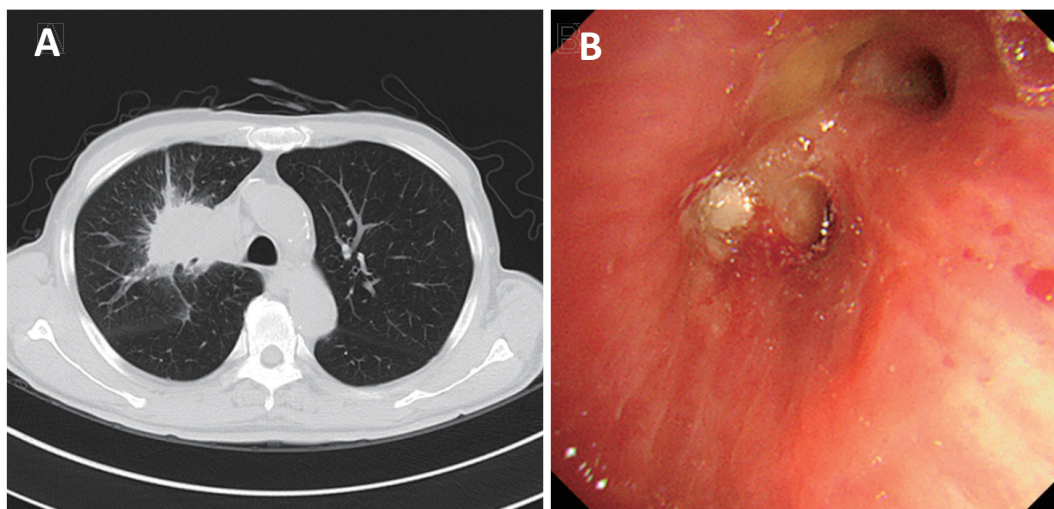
(A) Chest CT showed a mass lesion in the right upper lobe. (B) A bronchoscopic examination showed a tumor in the right B³.
